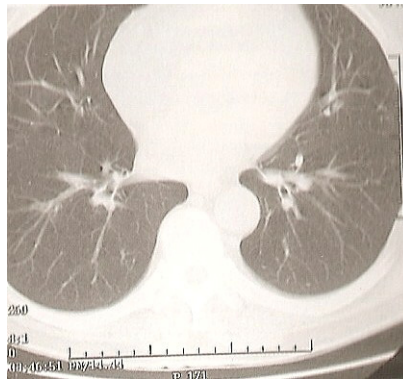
9 TC – Vasos e brônquios (retirado de (Pisco, 2003)).
